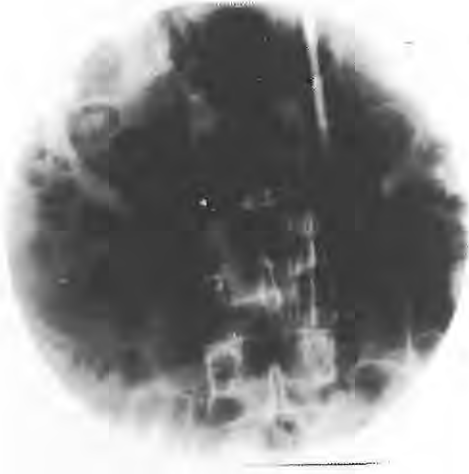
P-A grafide L 3-4 düzeyinde vertebral kolona paralel yerleşimli TGF açılmış halde izleniyor
